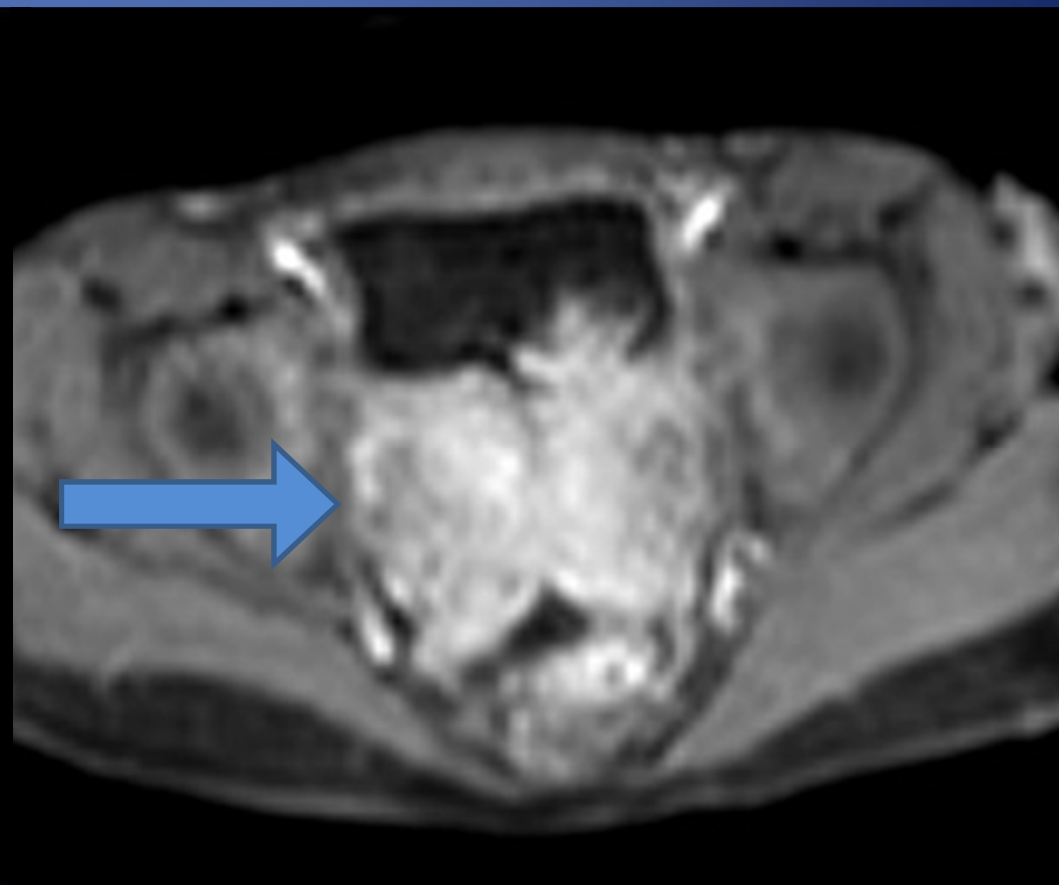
RM e-THRIVE-BH2- con gadolinio corte axial, masa heterogénea a nivel prostática, con invasión sacra y realce significativo tras inyección contraste.
